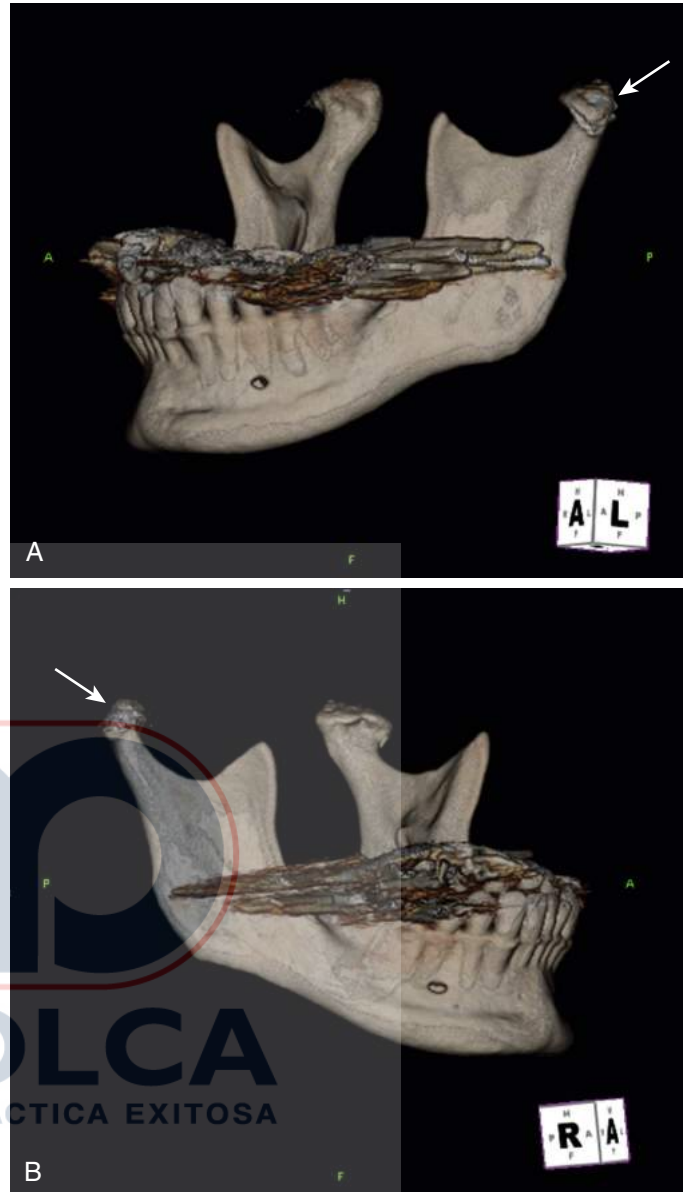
Imágenes de tomografía computarizada adquiridas en un escáner GE de 64 cortes de alta densidad (GE Healthcare, Cleveland, OH) en adquisición en espiral y reformateada en reconstrucciones multiplanares. A, Mandíbula izquierda y cóndilo. B, Mandíbula derecha y cóndilo. Las articulaciones temporomandibulares bilaterales muestran aplanamiento, osteófitos en forma de picos de loro y erosión del cóndilo, sugestivo de cambios degenerativos. (From Brazelton J, Louis P, Sullivan J, et al.: Temporomandibular joint arthritis as an initial presentation of acute myeloid leukemia with myelodysplasia-related changes: a report of an unusual case. *J Oral Maxillofac Surg* 72[9]: 1677-1683, 2014; Fig. 1).
